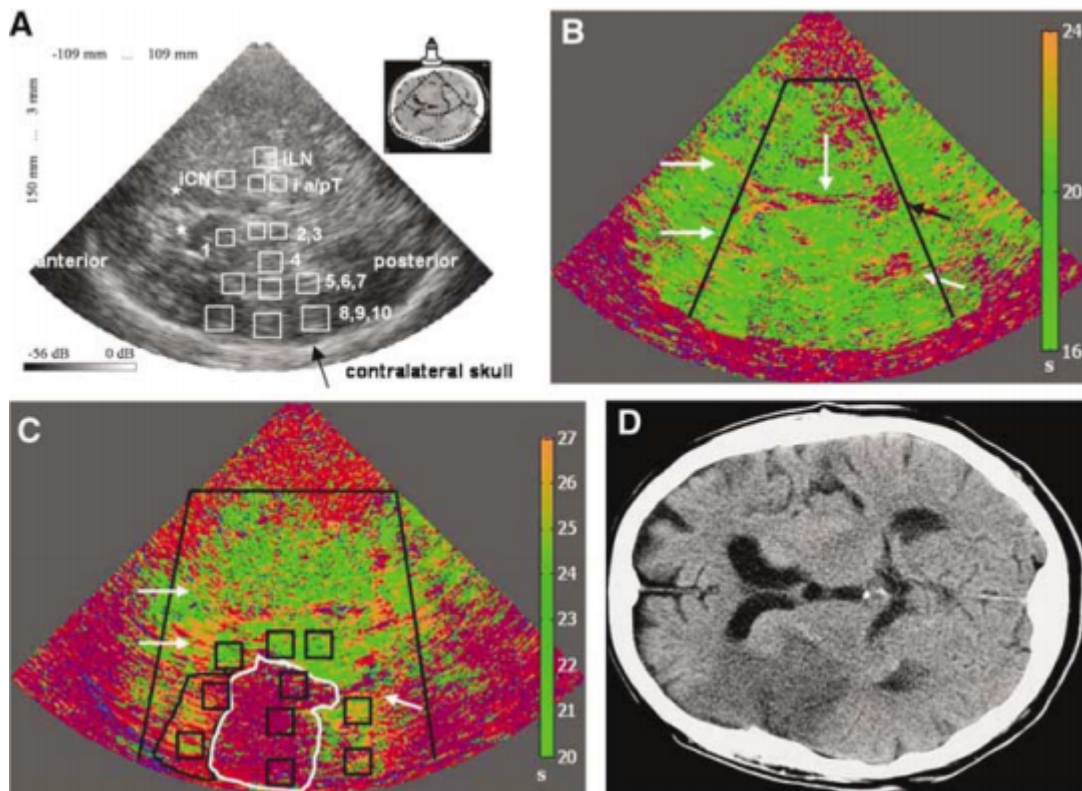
A- région d'intérêt au DTC, B- UPI chez un sujet sain, C- image du (time to peak intensity) 10h après l'installation d'un AVC (cœur de l'infarctus entouré en blanc), d-TDM du même patient 96h après AVC. (60)
